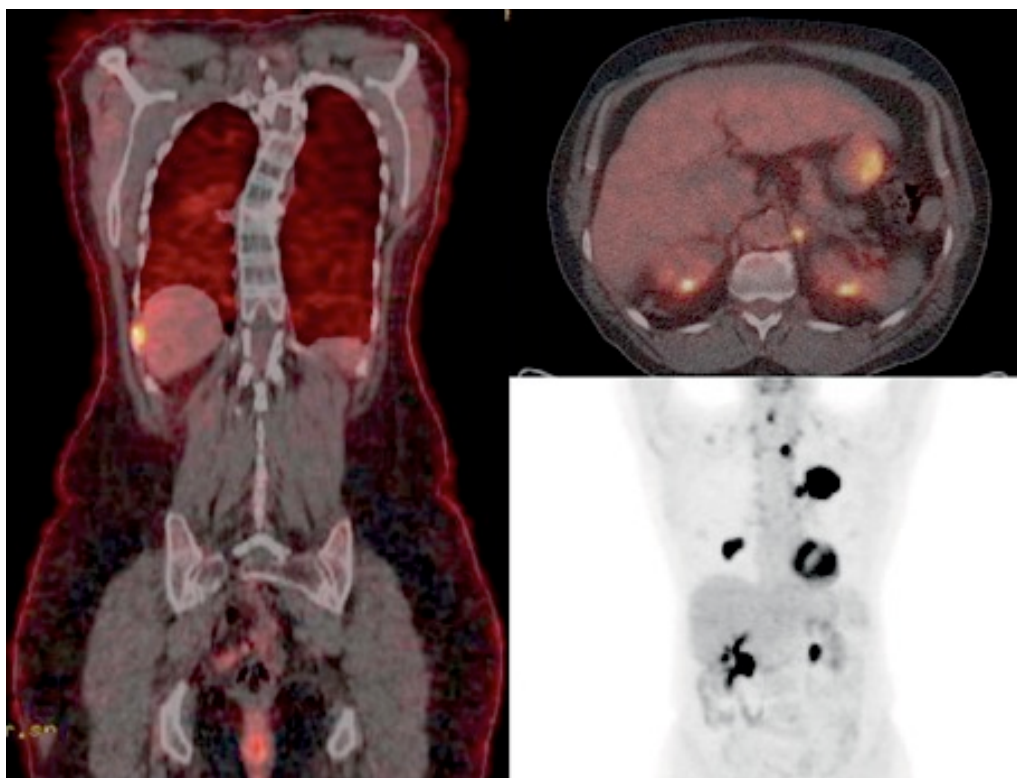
Paciente de 79 años con cáncer no microcítico. PET/CT que muestra metástasis en hueso(1). Metástasis adrenal (2). Las lesiones metastásicas se pueden intuir en la imagen obtenida por PET solo(3), pero no se puede determinar su localización exacta sin la adición de la CT⁵.
